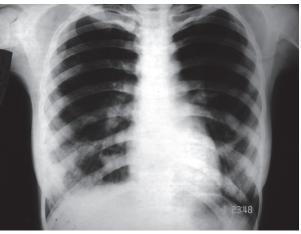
Рентгенотомограмма. Эхинококковая киста нижней доли правого легкого с прорывом в бронх. Симптом «паруса»
